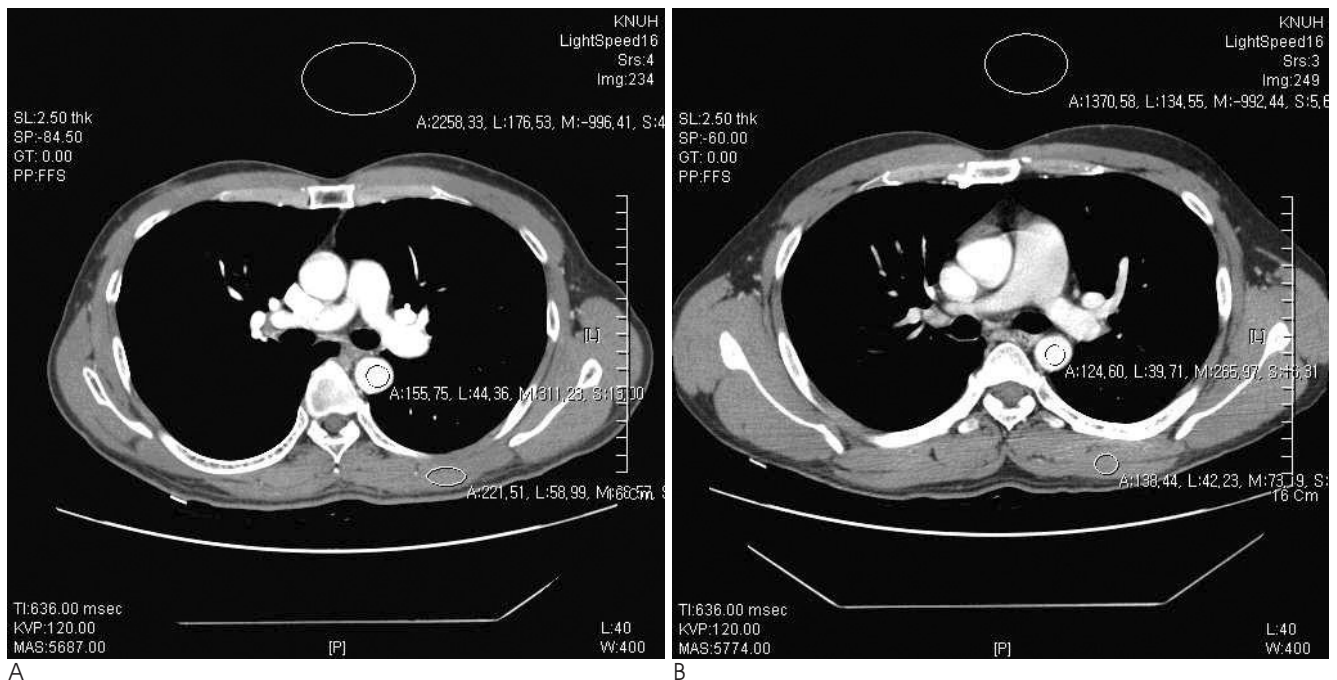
Comparison of descending aortic enhancement in DVT CT using Pamiray®370 (A) and Optiray®350 (B). (A) Contrast enhancement of descending aorta at pulmonary artery bifurcation level is measured as 311.23 HU in the patient whom Pamiray®370 was injected. (B) A CT aortogram using Optiray®350 shows descending aortic enhancement of 265.97 HU
